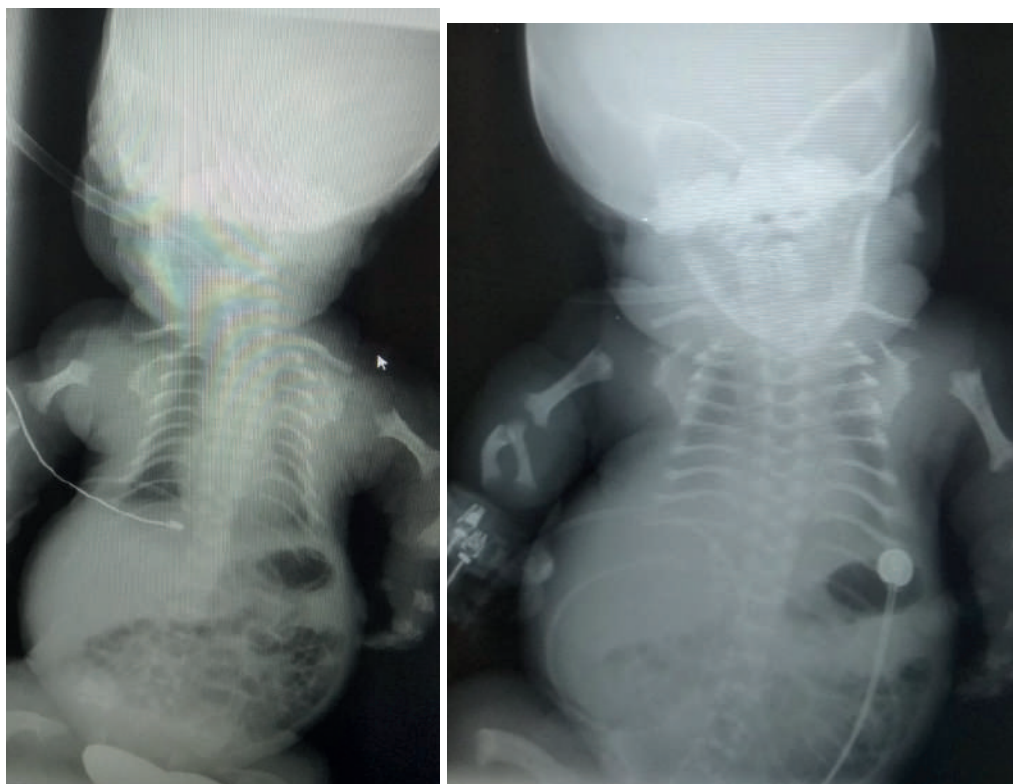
X-ray images of the first and second child
